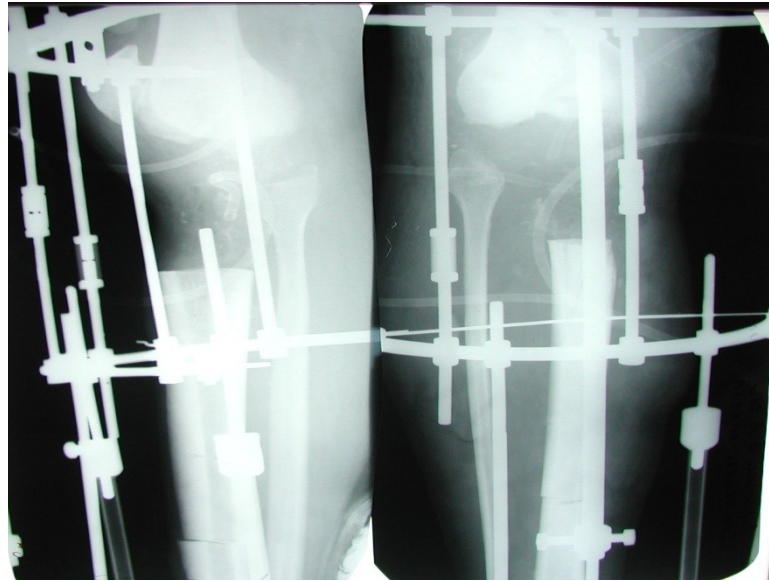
Фотовідбитки рентгенограм хворого С. після видалення індивідуального онкологічного ендопротеза та артродезування колінного суглоба.
